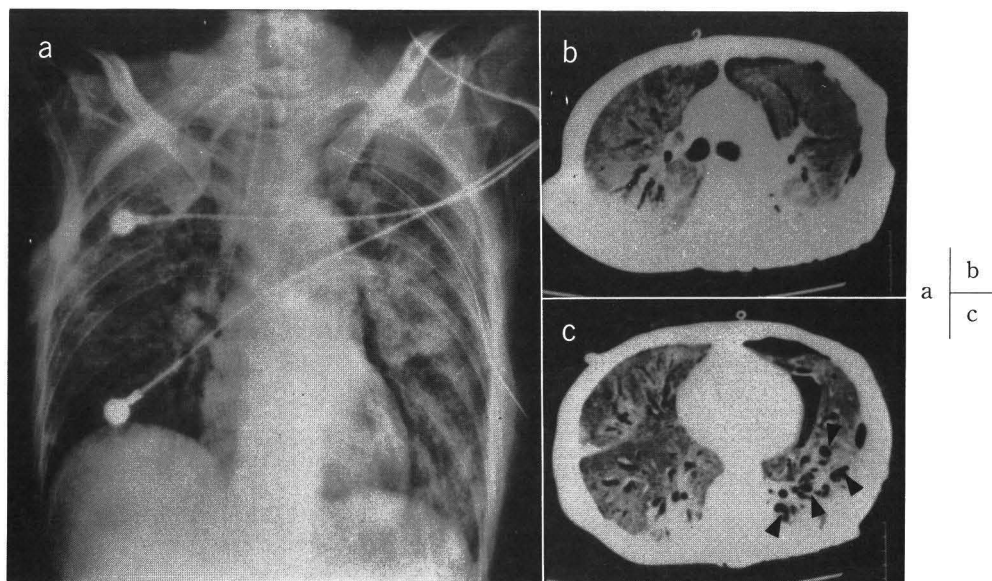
図 1 と同一症例；a：背臥位での長期機械的人工換気後の XP；両肺の慢性浸潤影は改善していない。b，c：同上，CT；両側に少量の気胸を認める。肺野は全体に淡い高濃度を示している。左肺下肺に多数の小さな嚢胞性病変（矢頭）が認められる。
